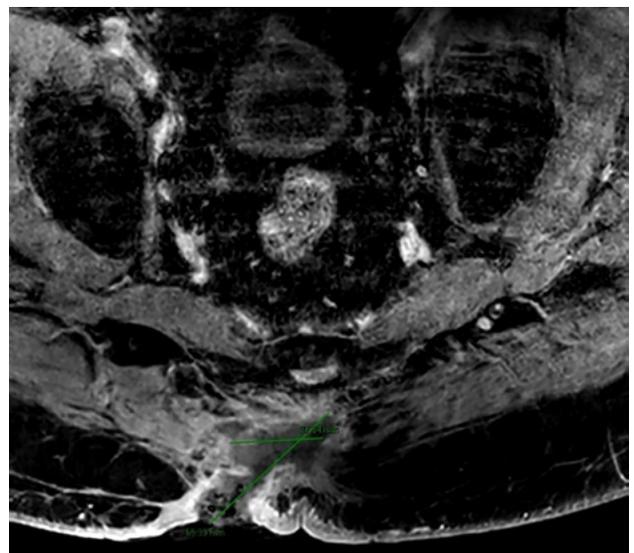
RMN como estadiaje de afectación local. Afectación desde plano muscular y fascia prevertebral hasta tejido cutáneo.
